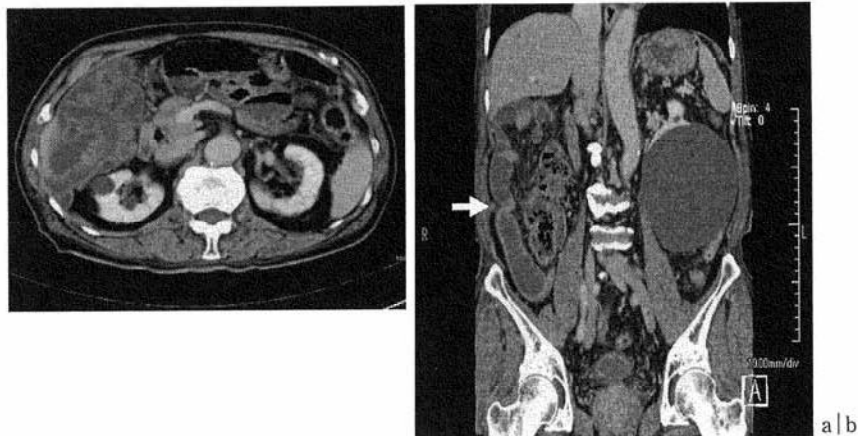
a：症例2. 腹部水平断面CT所見:上行結腸外側に一塊となった小腸を認める。
